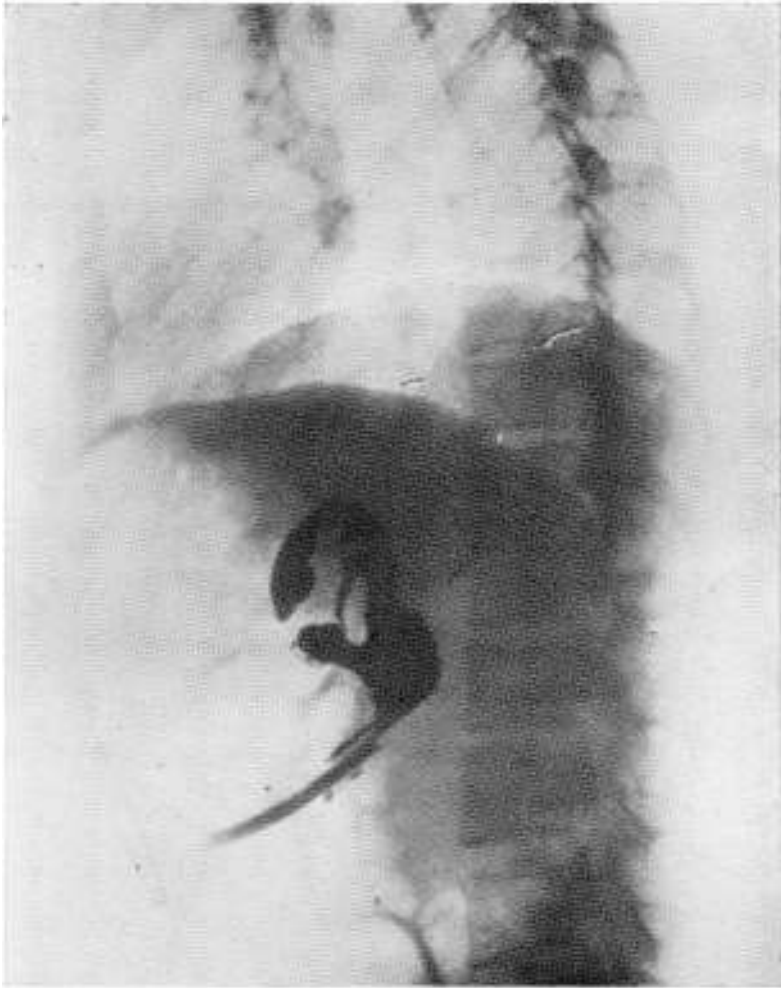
Quiste hidático del hígado enucleado en el vientre. *Cavidad residual* visualizada con lipiodol. *Radiografía de perfil* mostrando la cavidad de la periquística en vías de retracción cicatricial.
